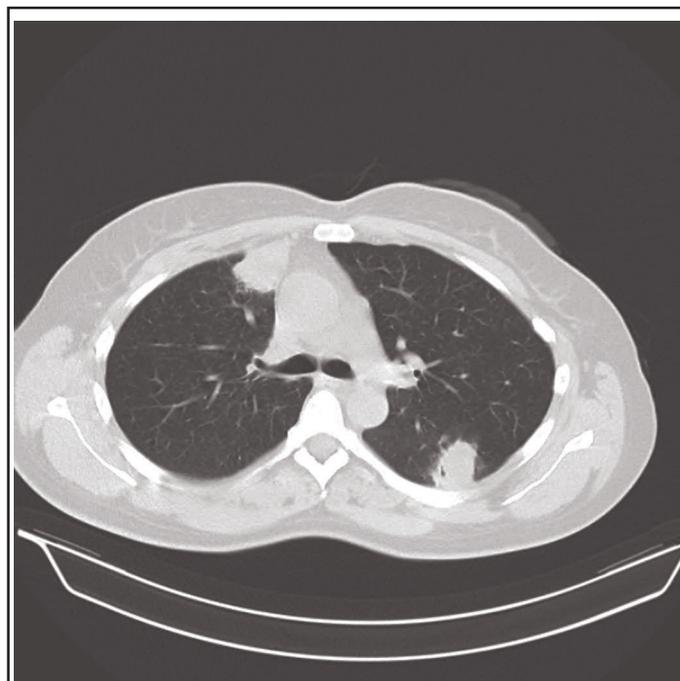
CT scanner thoracique : masses pulmonaires nécrotiques dont certaines sont excavées.
